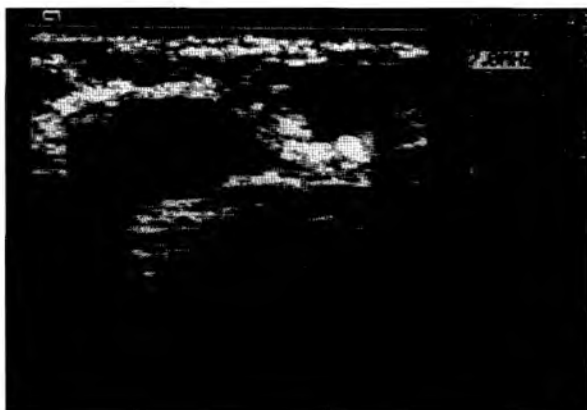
Ultrasonografia.
